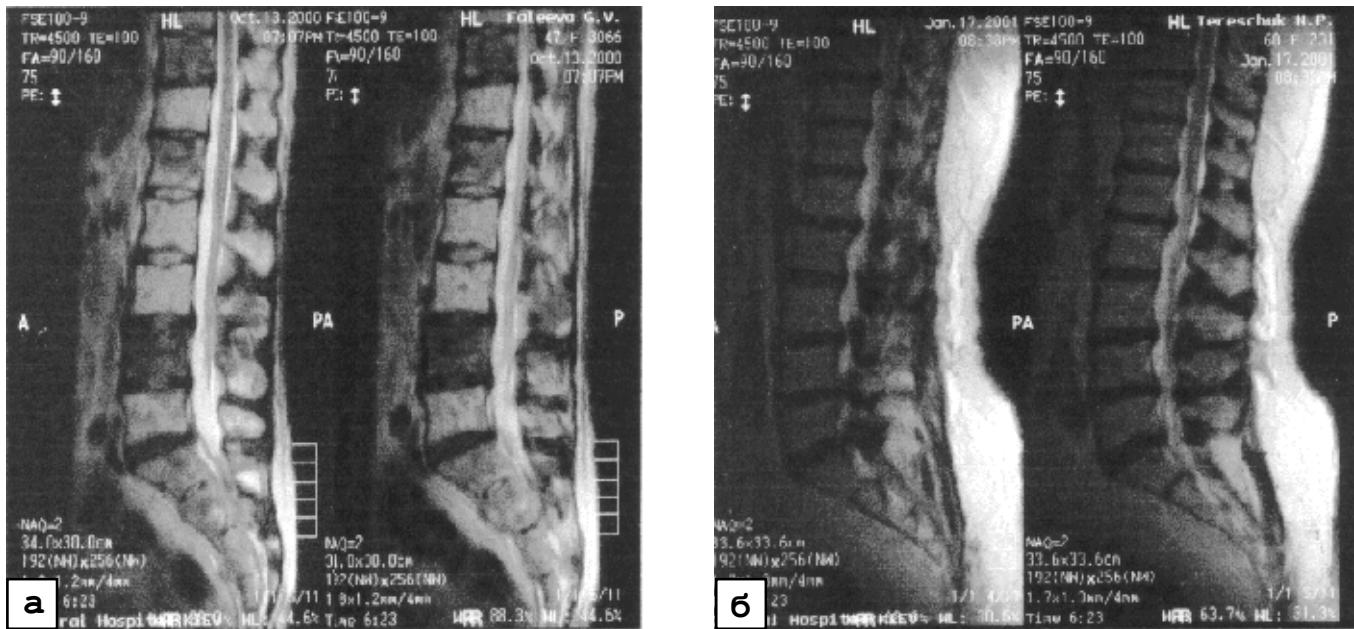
Магнітнорезонансна томограма: а – хворої Ф. Діагноз: метастази раку грудної залози в кістки. На T2-зважених зображеннях зниження інтенсивності сигналу від D₁₁, нерівномірний сигнал від L₁ та тотальне зниження інтенсивності від L₄. Метастатичне ураження тіл хребців D₁₁, L₁, L₄; б – МРТ хворого Т. після лікування ⁸⁹Sr-хлоридом + аредіа. Діагноз: рак передміхурової залози. У нижньогрудному, поперековому та крижовому відділах хребта явища остеосклерозу. Активних метастатичних осередків немає (ефект лікування)
